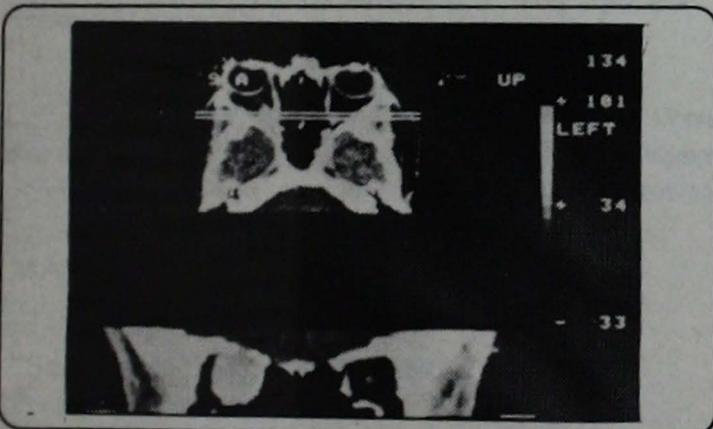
Tomografía computada en corte axial (arriba) y coronal (abajo) a nivel del ápice orbitario, que muestra claramente tumoración sólida, bien definida, observándose integridad de las paredes óseas.
